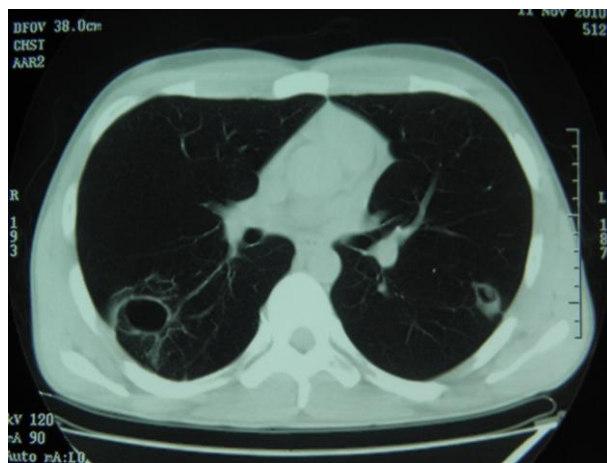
КТ ОГК хворого А. на фоні протитуберкульозної хіміотерапії з урахуванням чутливості МБТ.
